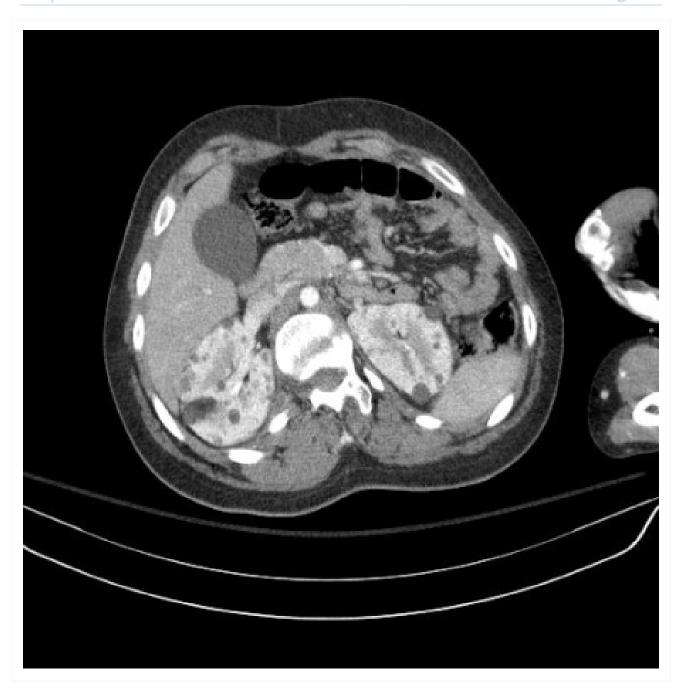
Múltiplos angiomiolipomas renais na tomografia computadorizada (TC) axial
